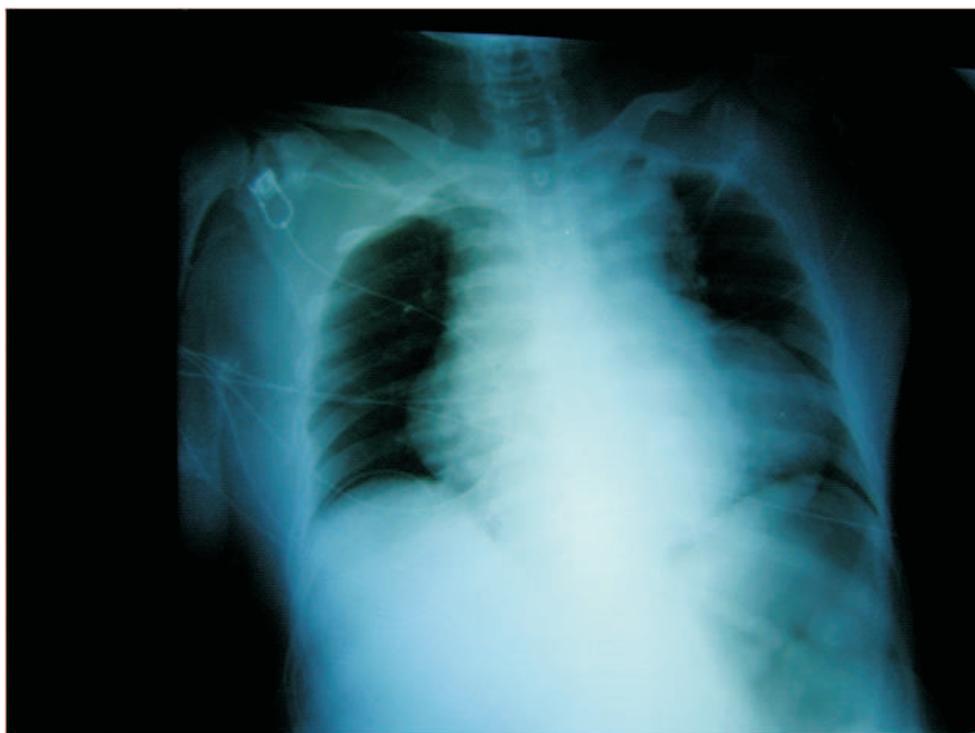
Radiografia de tórax demonstrando alargamento do mediastino
